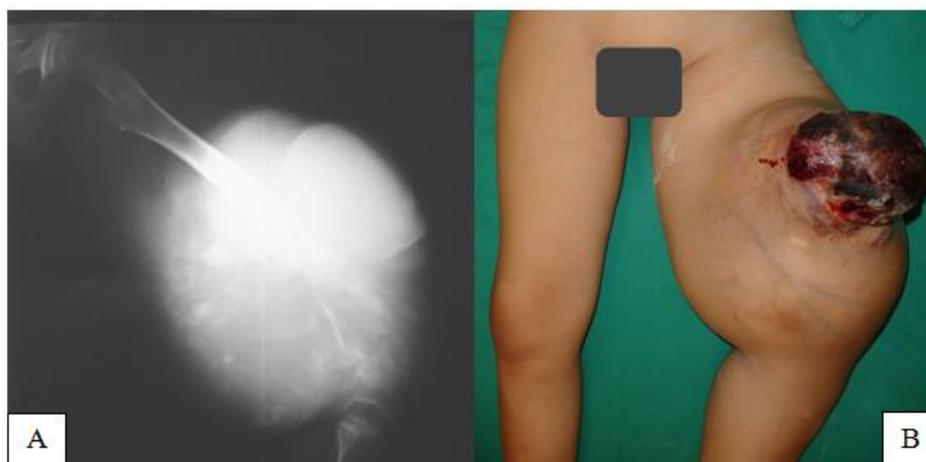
A: radiografia da coxa em perfil; B: Apresentação clínica de um osteossarcoma fistulizado na coxa esquerda.
